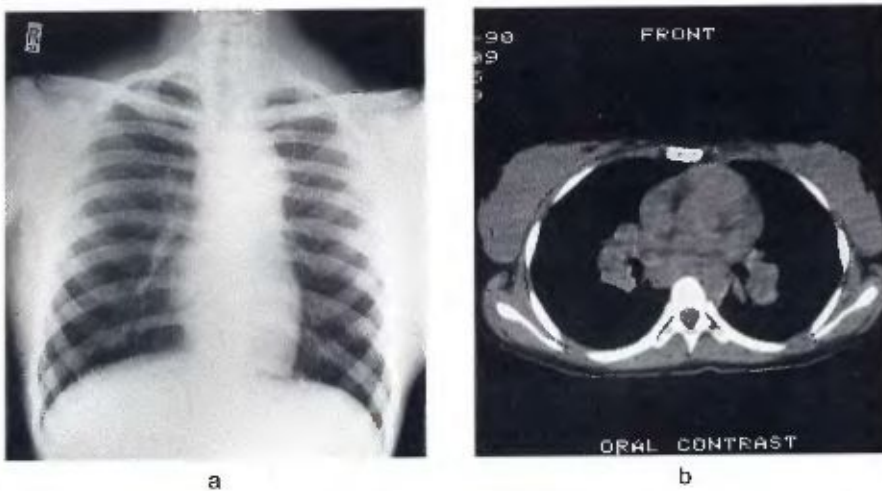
Lymphome de Hodgkin : (a) radiographie du thorax et (b) CT scan montrant des adénopathies hilaires.
